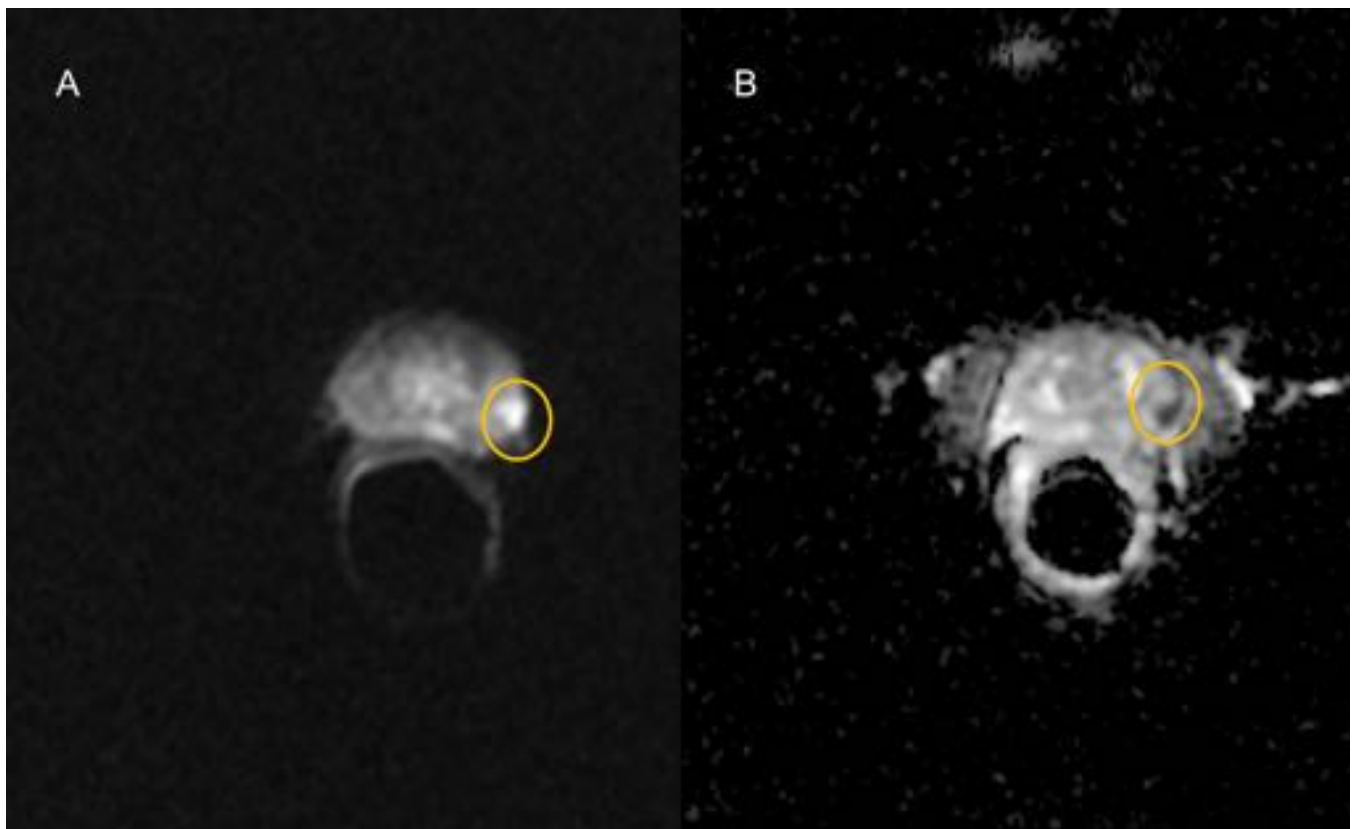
A. RM corte axial en secuencia de difusión. Paciente de 65 años en que se observa, en la ZP izquierda, un área de hiperintensidad focal marcada. B. Corte axial de mapa de ADC. Se objetiva fuerte hipointensidad focal. Lesión < 1.5 cm de diámetro. Orientación diagnóstica: PIRADS 4.
